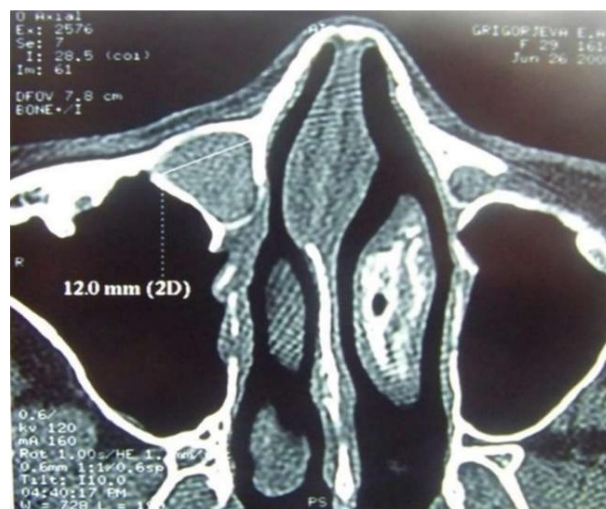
КТ пациента с правосторонним дакриоциститом, сочетающимся с искривлением перегородки носа, в патологический процесс вовлечена также клетка agger nasi
